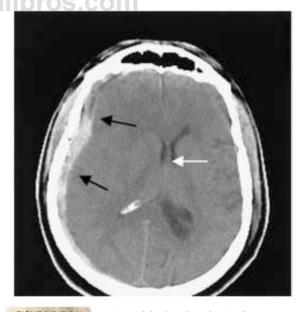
3 Un hematoma subdural agudo suele extenderse por toda la superficie de un hemisferio (flechas negras) y va acompañado de Inflamación del hemisferio. En consecuencia, el desplazamiento de las estructuras centrales en dirección distal al hematoma puede ser mayor que el grosor del propio hematoma (flecha blanca). (Tomografía computarizada.)
